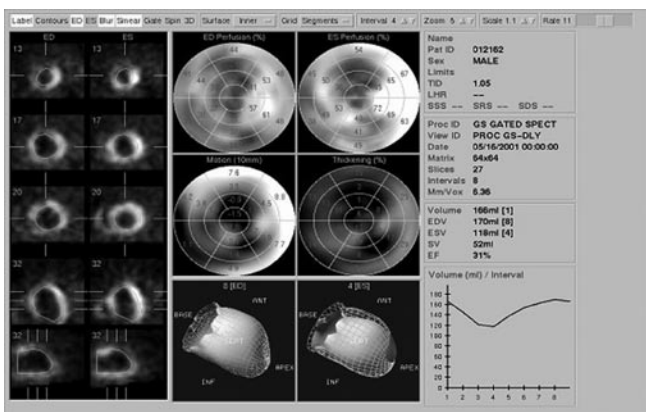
Presentación de los resultados cuantitativos GSPECT (QGS): 1.Engrosamiento sistólico 2.Mapas polares de perfusión, motilidad y engrosamiento 3.Telediástole y telesístole (se puede realizar cine) 4.Volumen telediástole, volumen telesístole, stroke volume 5.Fracción de eyección 6.Curva volumen ventricular determinada en las 8 imágenes en las que se fragmentó la adquisición GSPECT.
